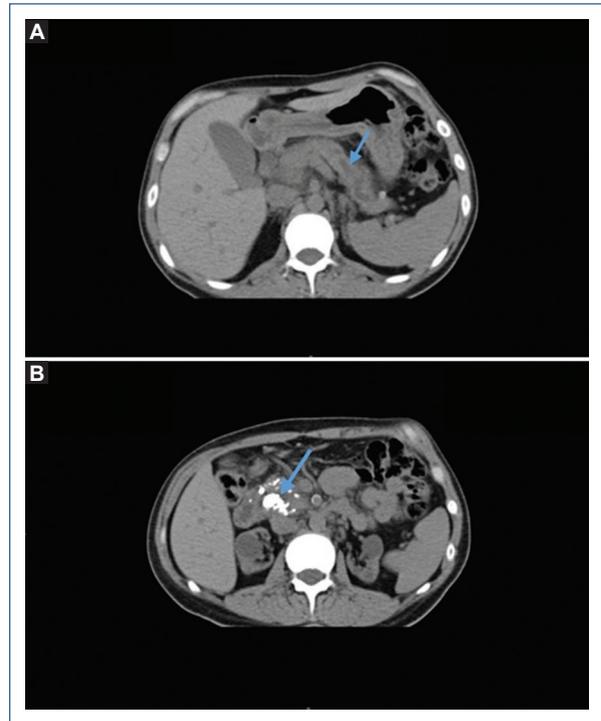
A: tomografía simple de abdomen donde se observa el conducto pancreático dilatado a nivel de cuerpo y cola de páncreas (flecha). B: tomografía computarizada simple de abdomen donde se observan calcificaciones a nivel de la cabeza del páncreas (flecha).
